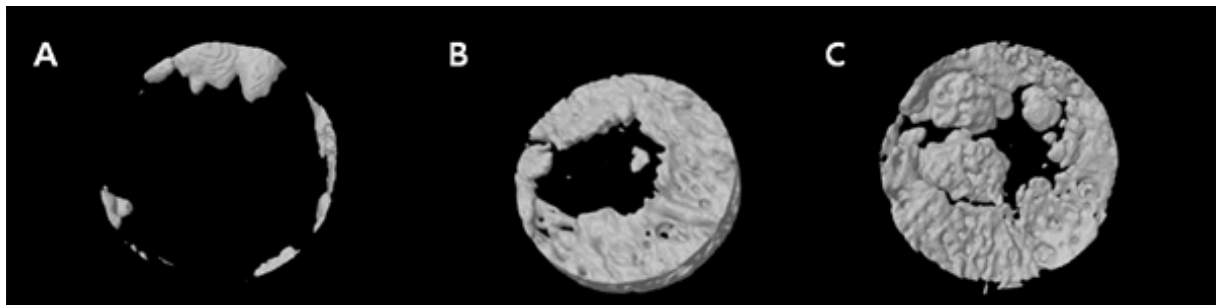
술 후 8주 경과 시 미세 전산화단층 촬영 결과 (A) 대조군, (B) Silk membrane, (C) Silk + tetracycline membrane
